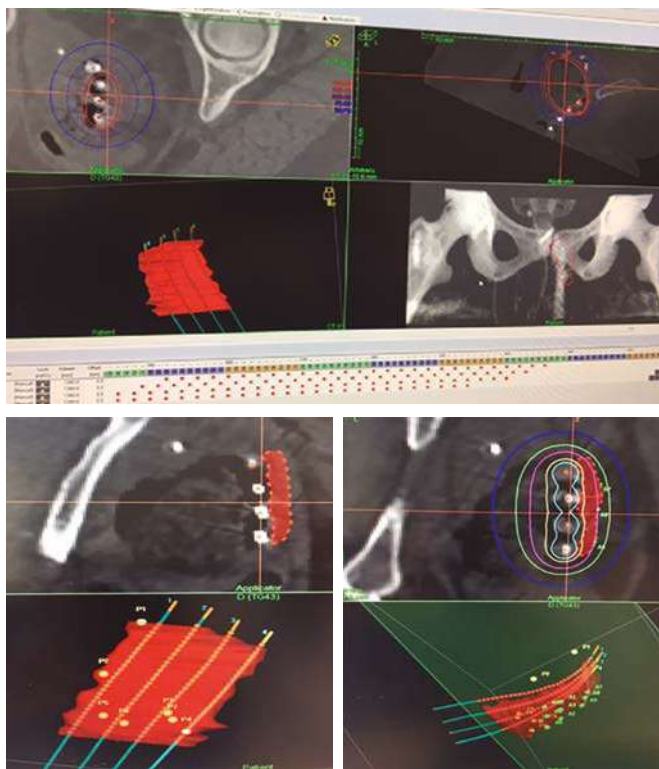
Planificación guiada por CT intraoperatorio. (CHN Pamplona).
